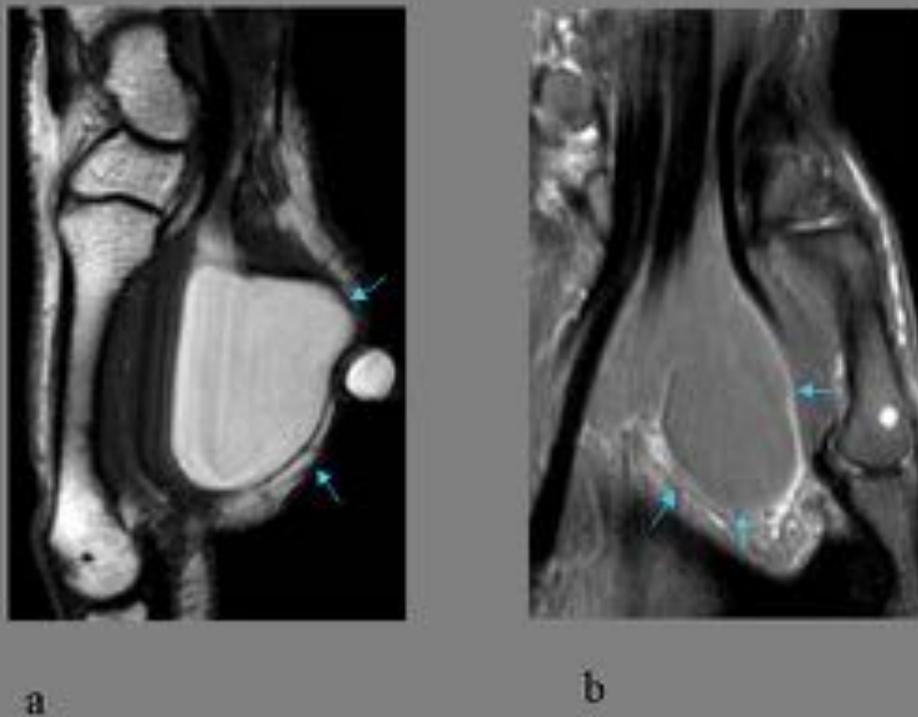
Lipoma en la eminencia tenar (mismo caso que fig 1): En RM plano sagital T1,(a) se observa lesión hiperintensa que suprime en secuencia T2 con supresión grasa, plano coronal (b).
